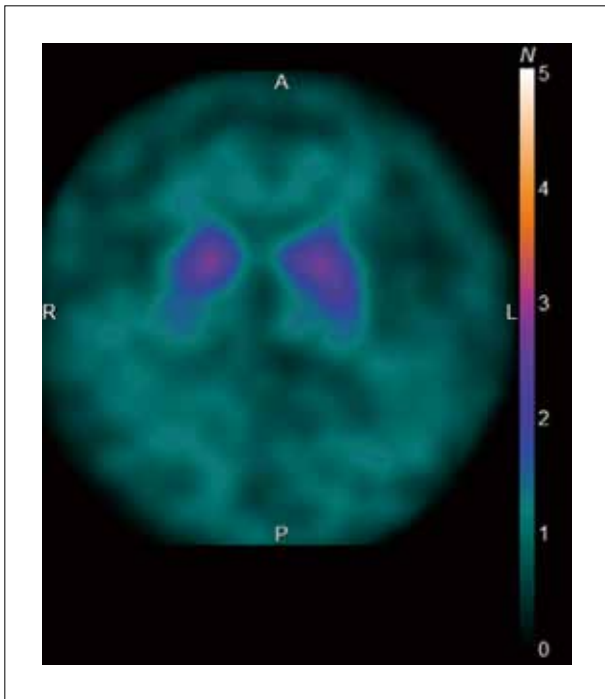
薬剤性パーキンソニズムと当初診断した症例のドパミントランスポーター SPECT
